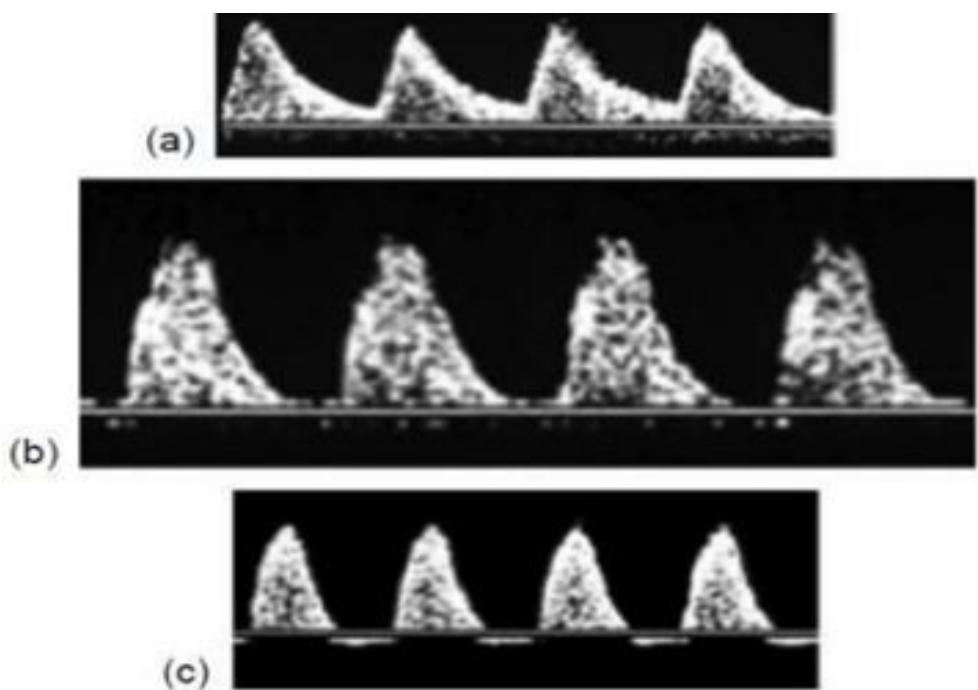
Mô tả hình ảnh siêu âm Doppler.
